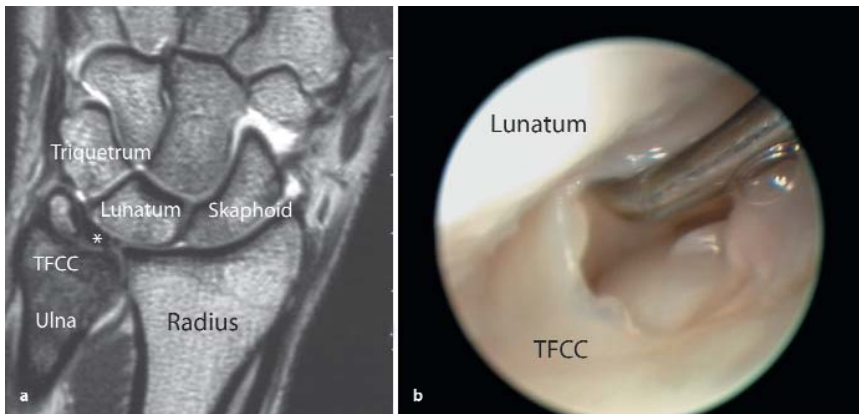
b ▲ TFCC-Läsion: a Arthro-MRT einer zentralen TFCC-Läsion Grad IIC (nach Palmer); b arthroskopisches Bild der zentralen Läsion des ulnokarpalen Komplexes
